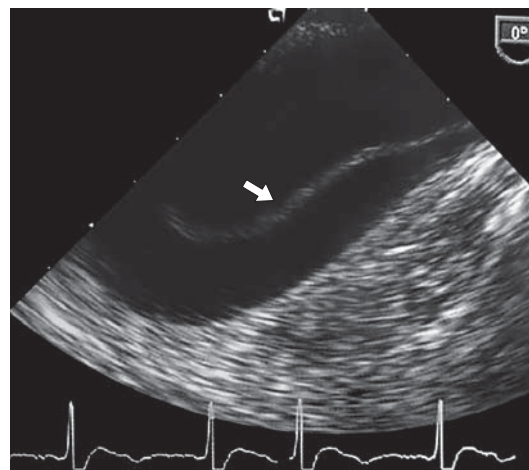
Ультразвуковая картина расслоения аорты (указано стрелкой), полученная при помощи чреспищеводной эхокардиографии (приведено по Oхон D.C. и Otto C.M. [17]).
